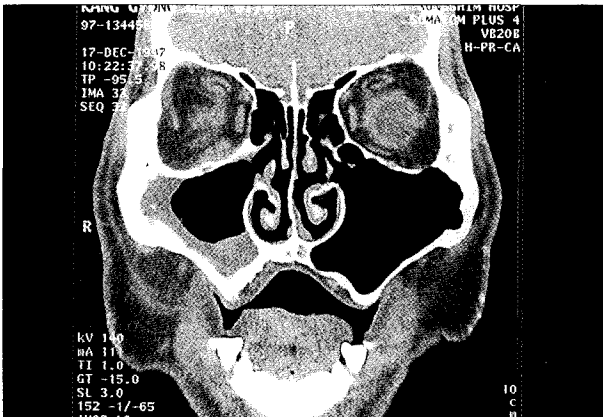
CT상 하안와부 농양이 거의 관찰되지 않음.
